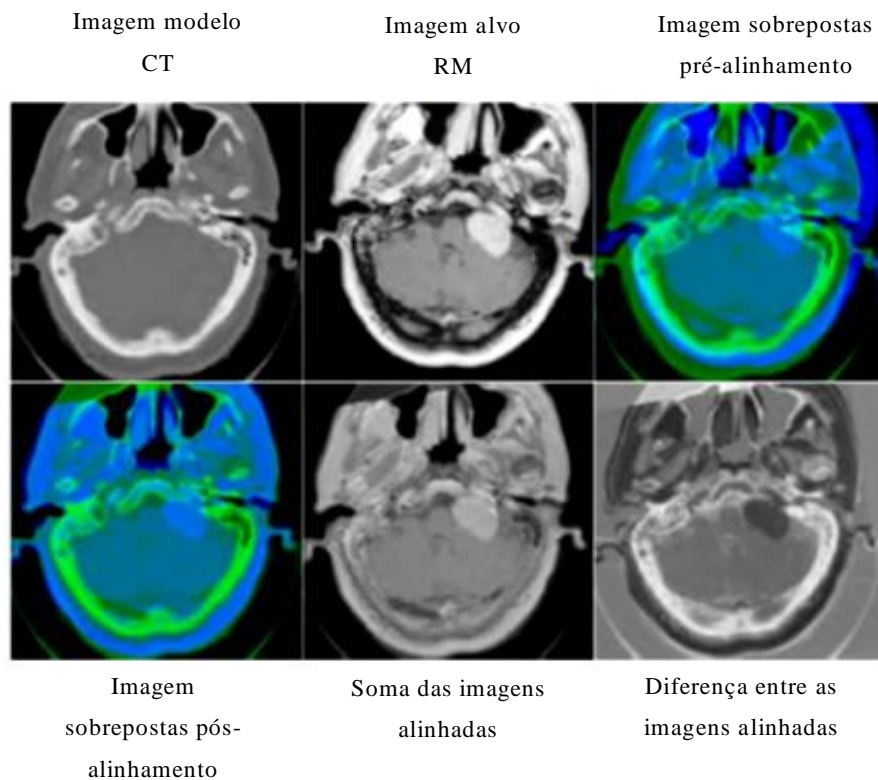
Exemplo de um alinhamento de imagens de diferentes modalidades (CT/RM)
